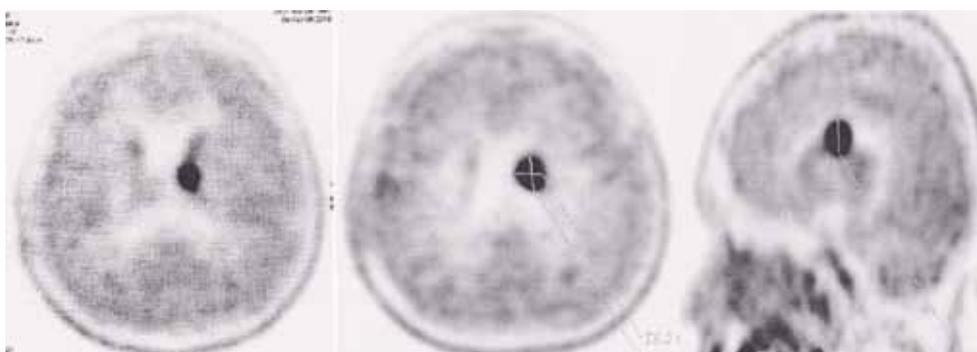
ПЭТ головного мозга с ¹¹C-метионином через 2 мес. после операции
